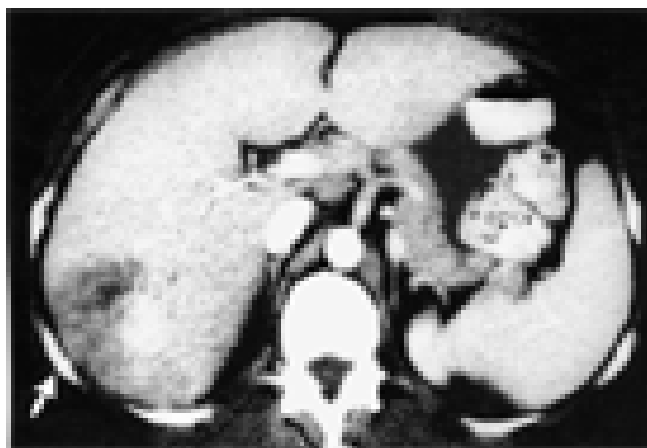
TAC abdominal. En el lóbulo hepático derecho se observó una lesión elíptica y sólida de 7 cm de diámetro y en la porción subcapsular hay un espacio hipodenso y quístico (flecha).
